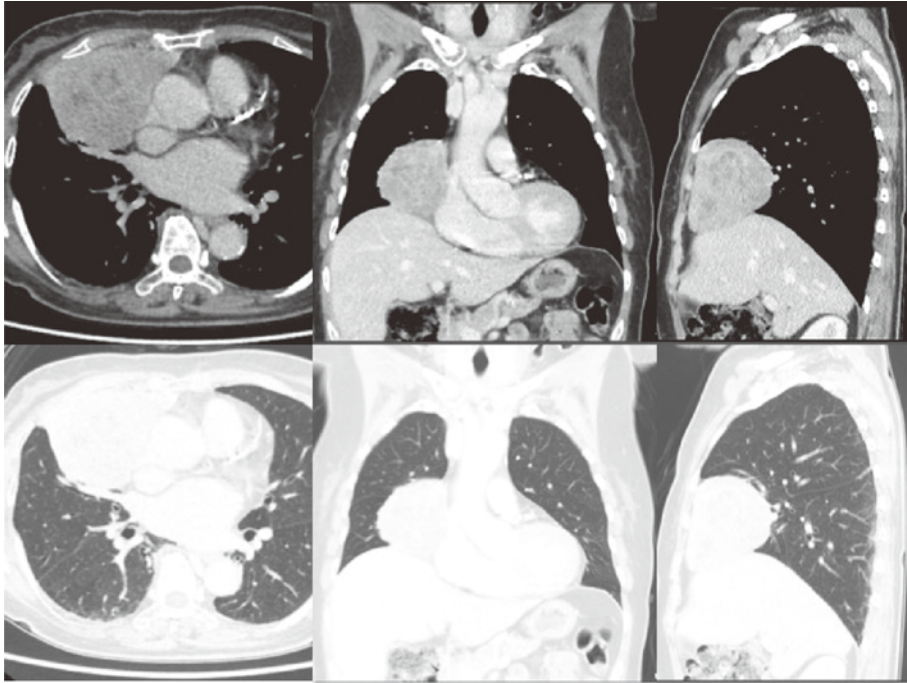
Chest computed tomography (CT) obtained before the initial surgery. Chest enhanced CT revealed a smooth tumor, measuring 86×62 mm, which acrosses the right upper and middle lobes. The tumor is widely in contact with the anterior chest wall and mediastinum. The possibility of tumor invasion into the mediastinum was suggested.
